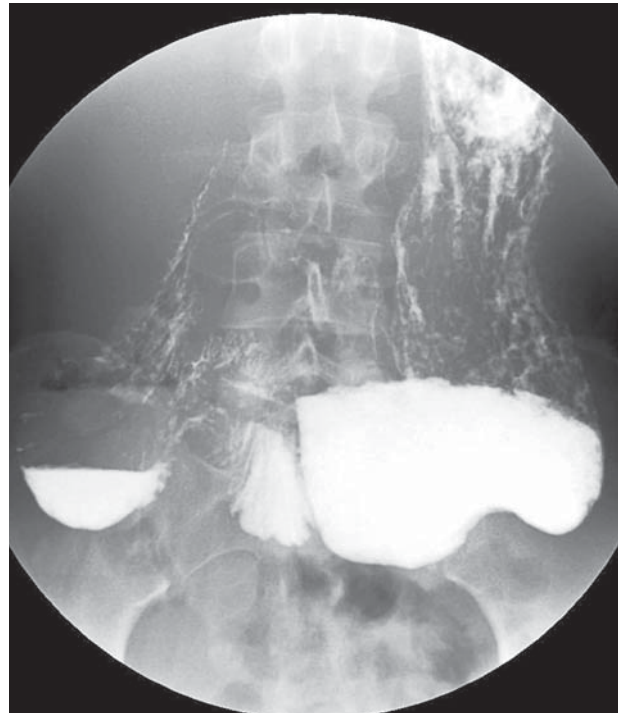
Рентгеноконтрастне дослідження шлунка та ДПК. Через 15 хв від початку дослідження. Евакуація з ДПК не відбулася. Дно шлунка — в порожнині малого таза. Два горизонтальні рівні рідини в шлунку і ДПК
